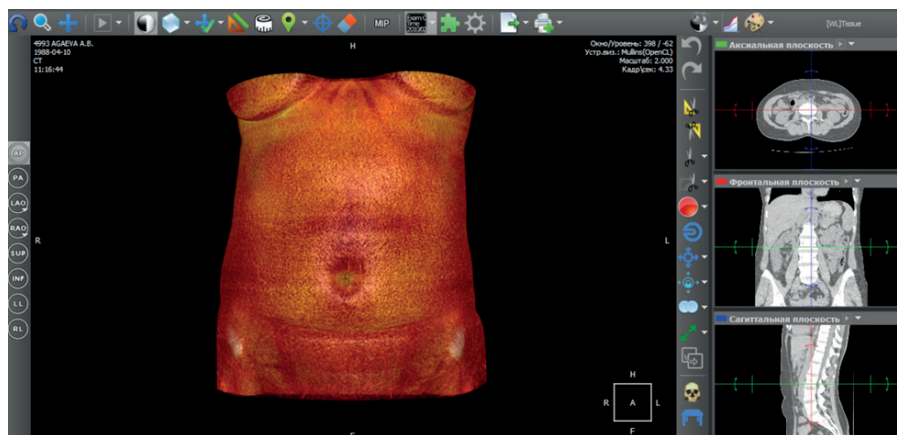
Объемная реконструкция СКТ-снимка. / Fig. 4. Volumetric reconstruction of the CT-scan.
